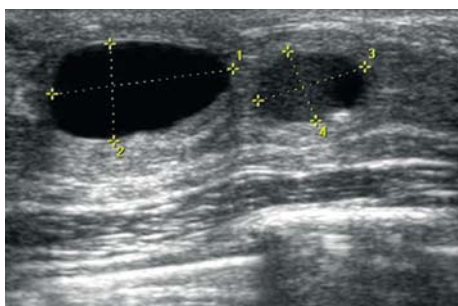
УЗИ: киста. Слева — анэхогенная полость, справа — киста с густым содержимым
